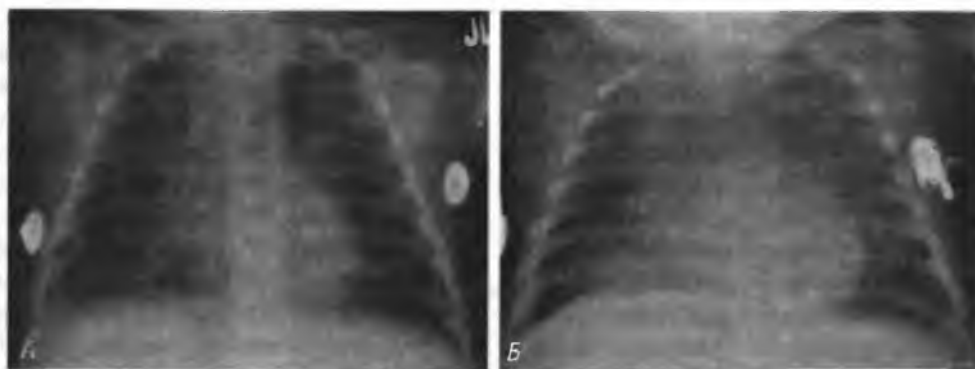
(А) Рентгенограмма в прямой проекции грудной клетки 6-месячного мальчика с пневмонией, обусловленной РСВ (ранняя стадия; у ребенка отмечают учащенное дыхание и лихорадку). Введена эндотрахеальная трубка. Перерастяжение легких с полосами затенения свидетельствует о наличии пневмонии и ателектазов. (Б) Рентгенограмма того же ребенка спустя 1 день. Явные признаки прогрессирующей двусторонней пневмонии
